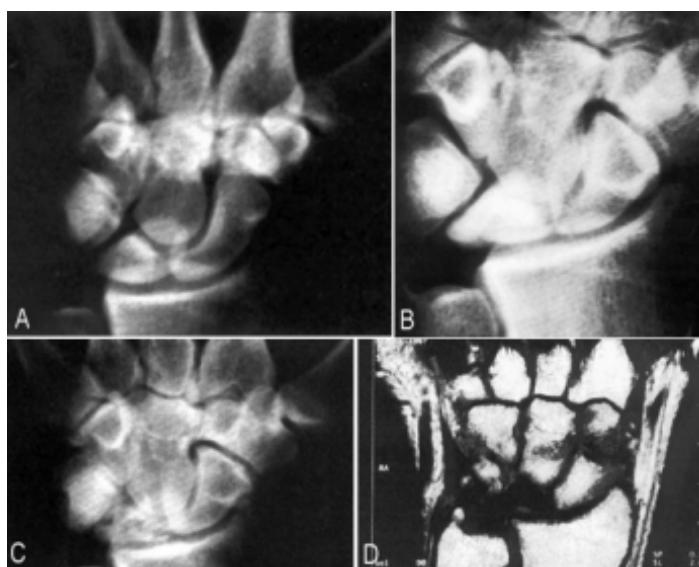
a) Rx normal (excepto minusvariante cubital) en varón joven con antecedente de traumatismo. Sería un Kienböck en estadio I, que podría haber sido diagnosticado sólo con RNM b) Radiografía al año: Kienböck en estadio II. c) Radiografía a los 2 años: Kienböck en estadio IIIA. d) En la RNM no se aprecia ninguna viabilidad ósea del semilunar.
